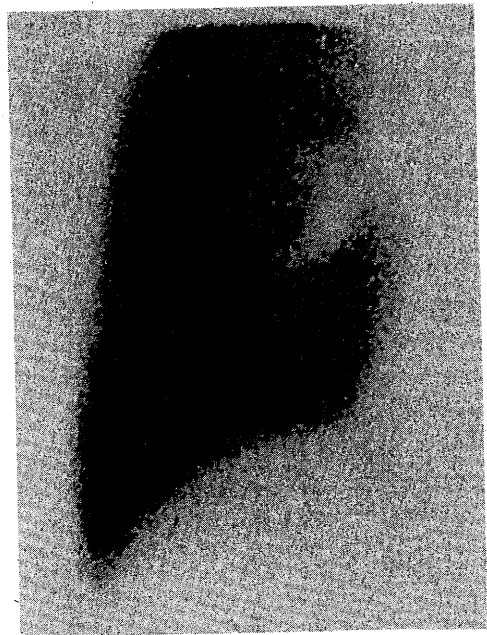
Pleural scintigraphy 24 hours after the instillation of $^{99m}\text{Tc-MAA}$ into the plural space. No tracer activity was found in the peritoneum.
